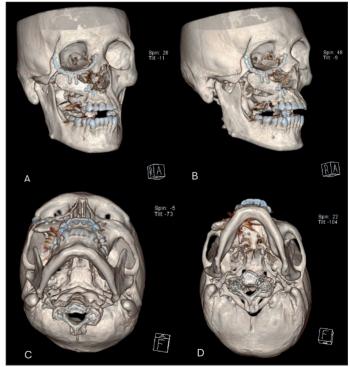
(A-D). Imágenes de reconstrucción en 3 dimensiones desde tomografía computada mostrando resultado de reconstrucción en el postoperatorio inmediato.
